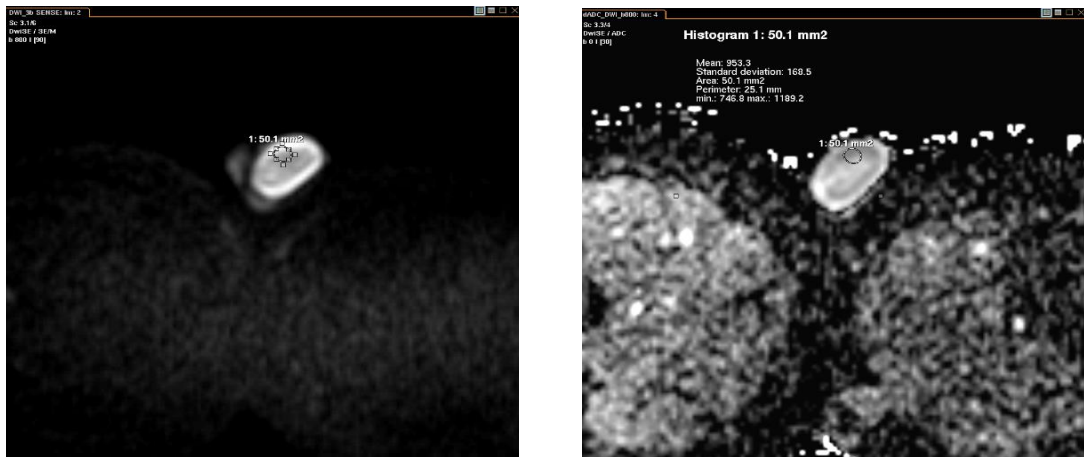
Sağlıklı gönüllülerden alınan testis b800 difüzyon MRG ve testis b800 ADC değeri;
